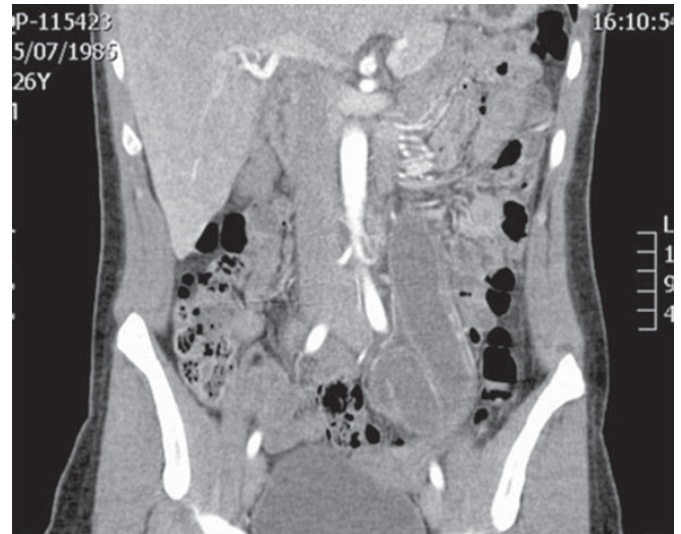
Tomografía computada que muestra dilatación y tortuosidad del uréter del sistema colector de polo superior desde el hueco pélvico.
